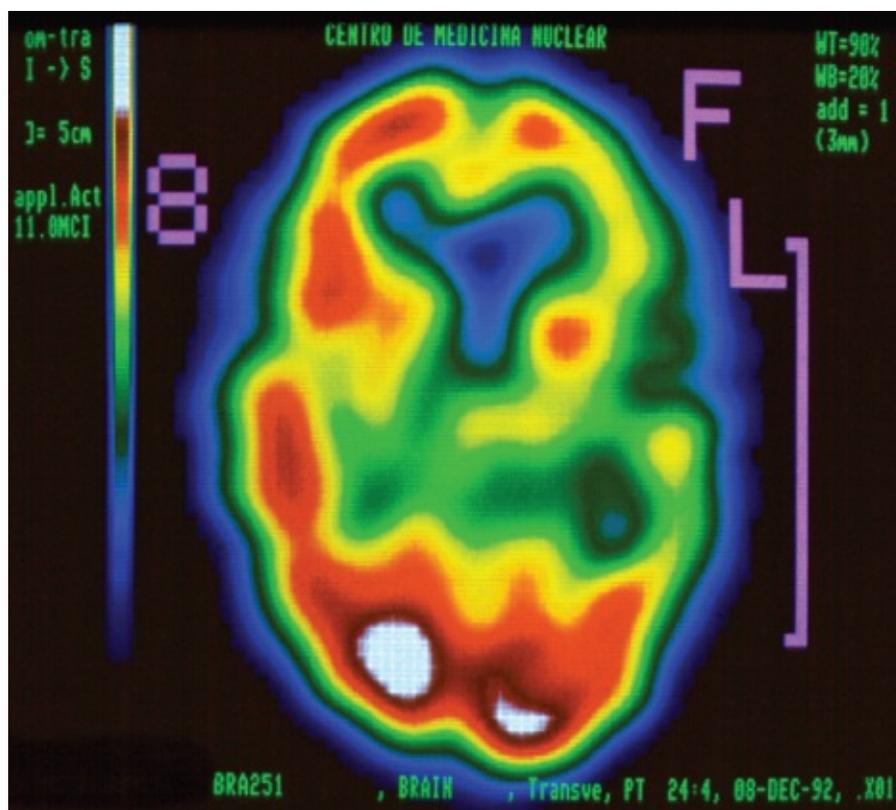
SPECT cerebral em paciente com afasia progressiva primária não fluente (APPnf) que revela hipoperfusão de áreas perisylvianas esquerdas.
